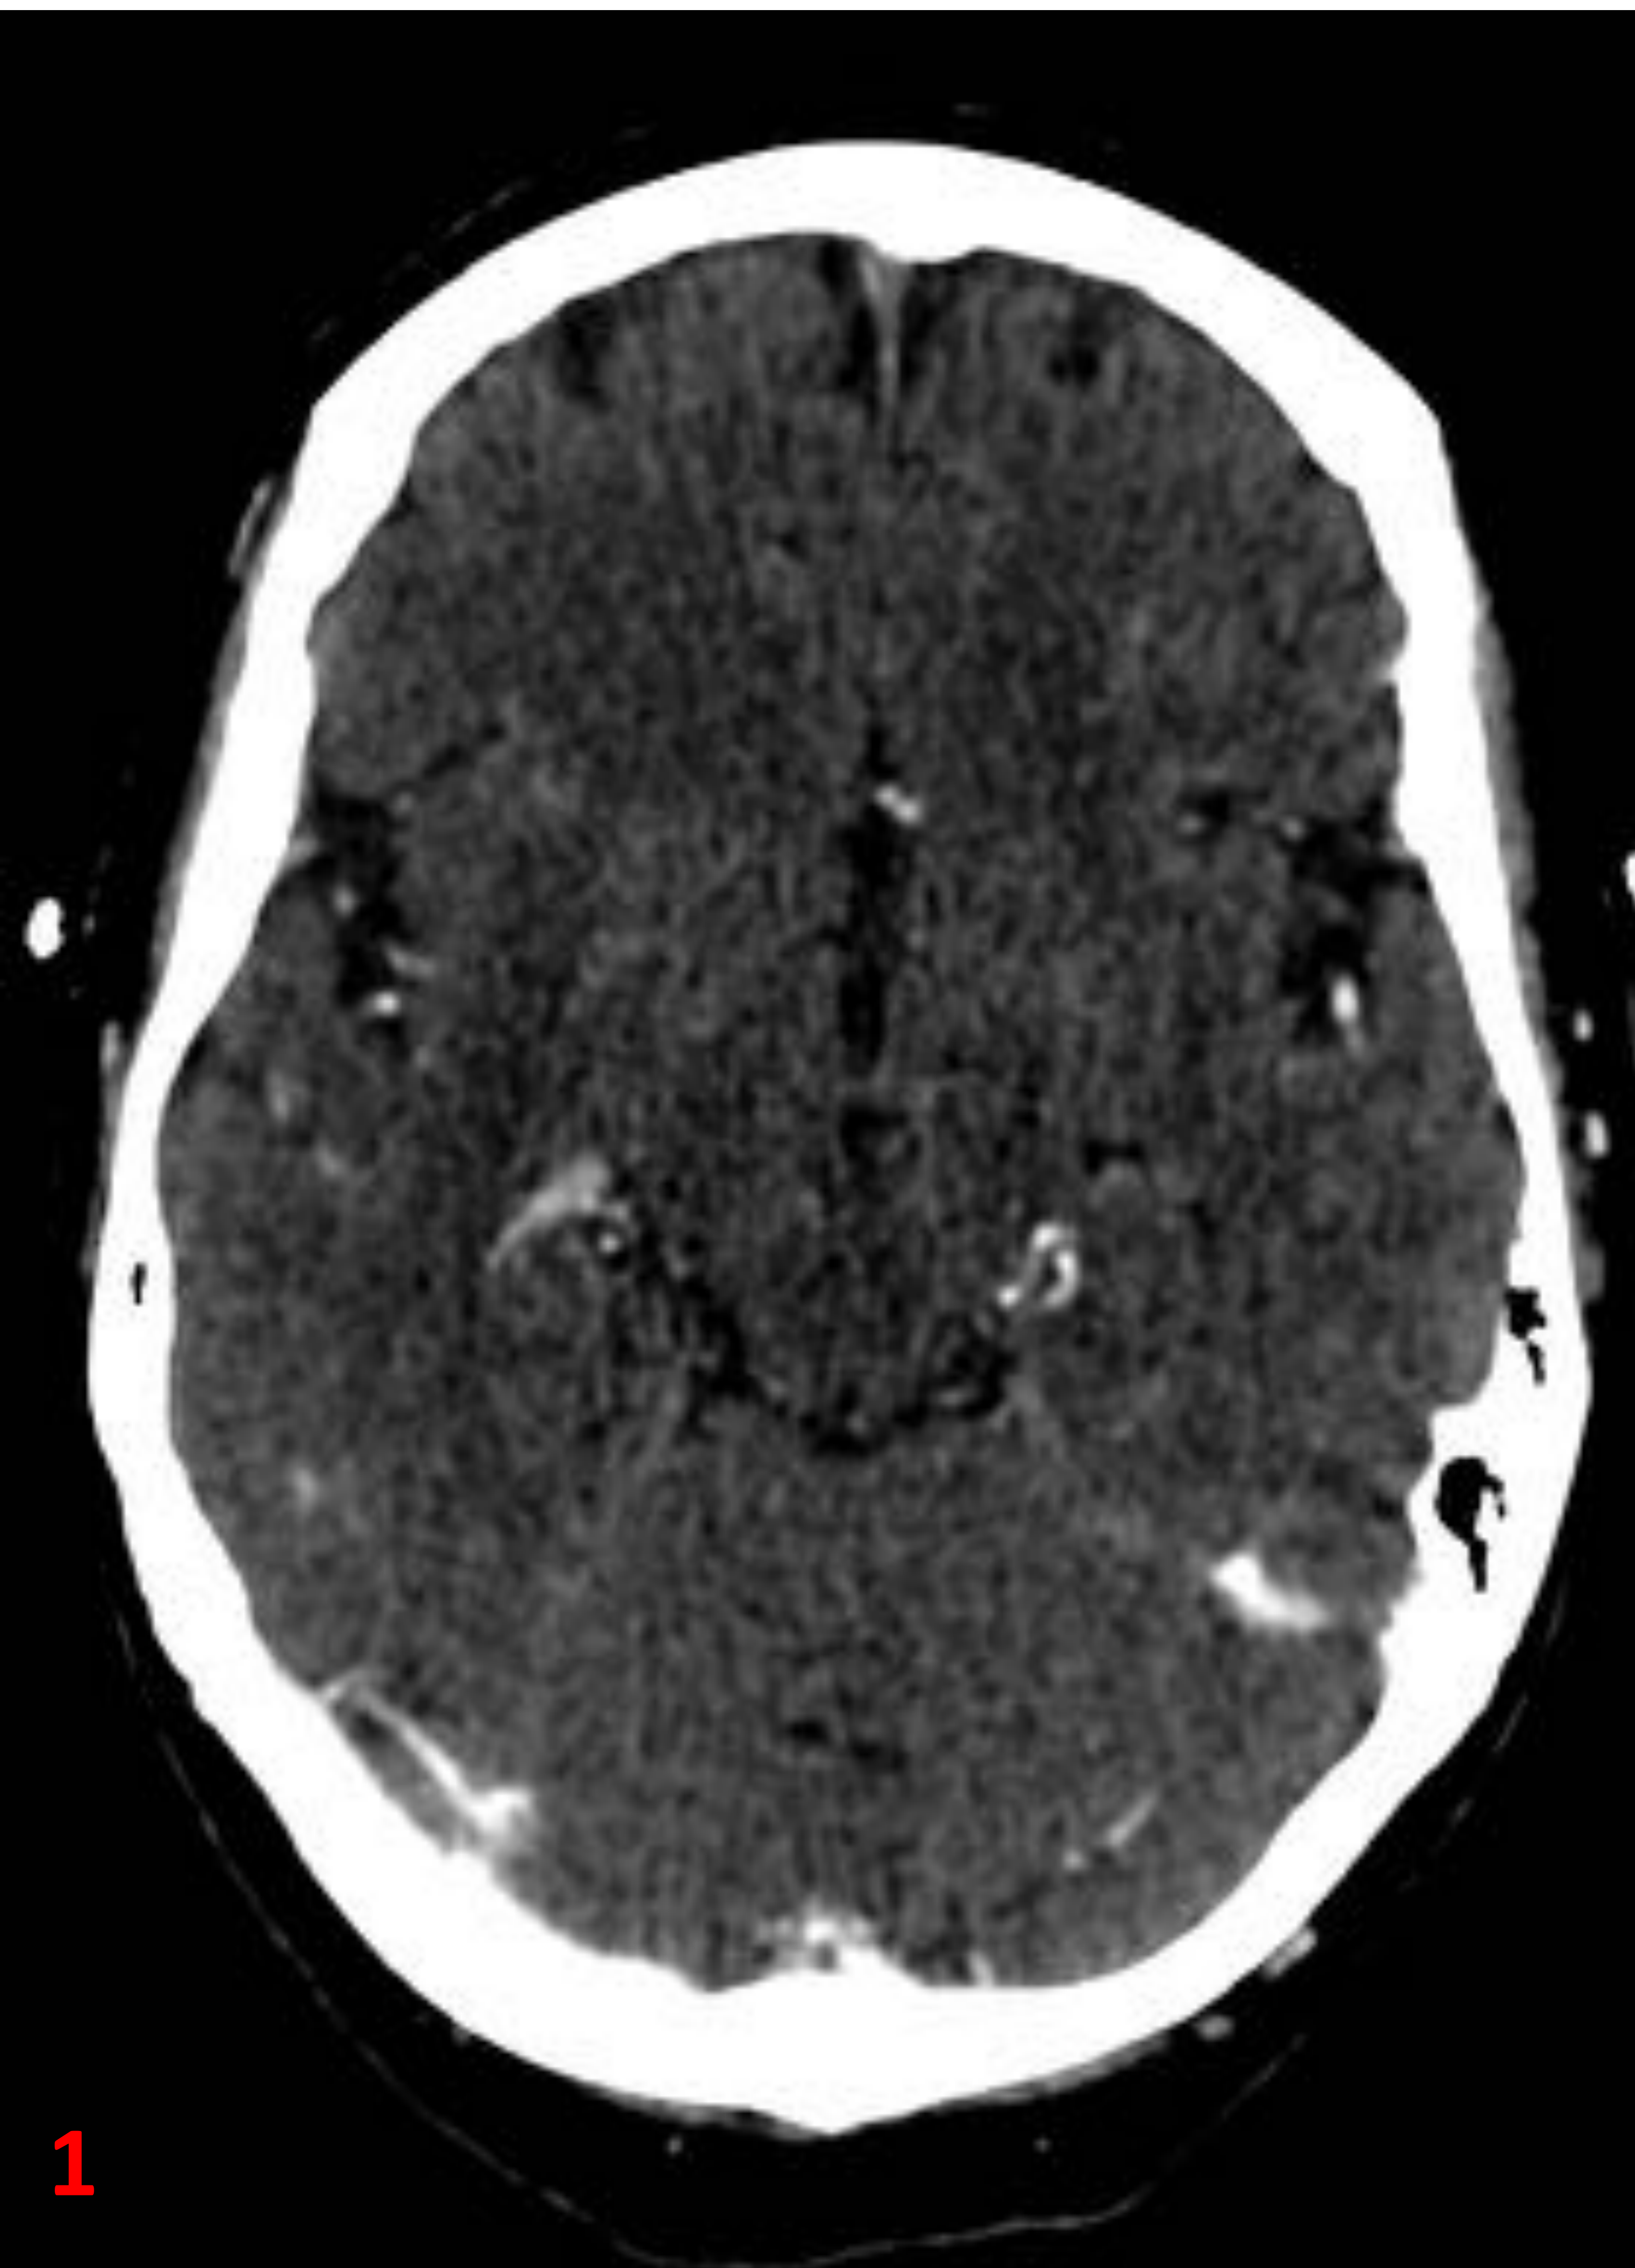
Aparición de metástasis cerebral en TC de control, con respecto a estudio previo.
